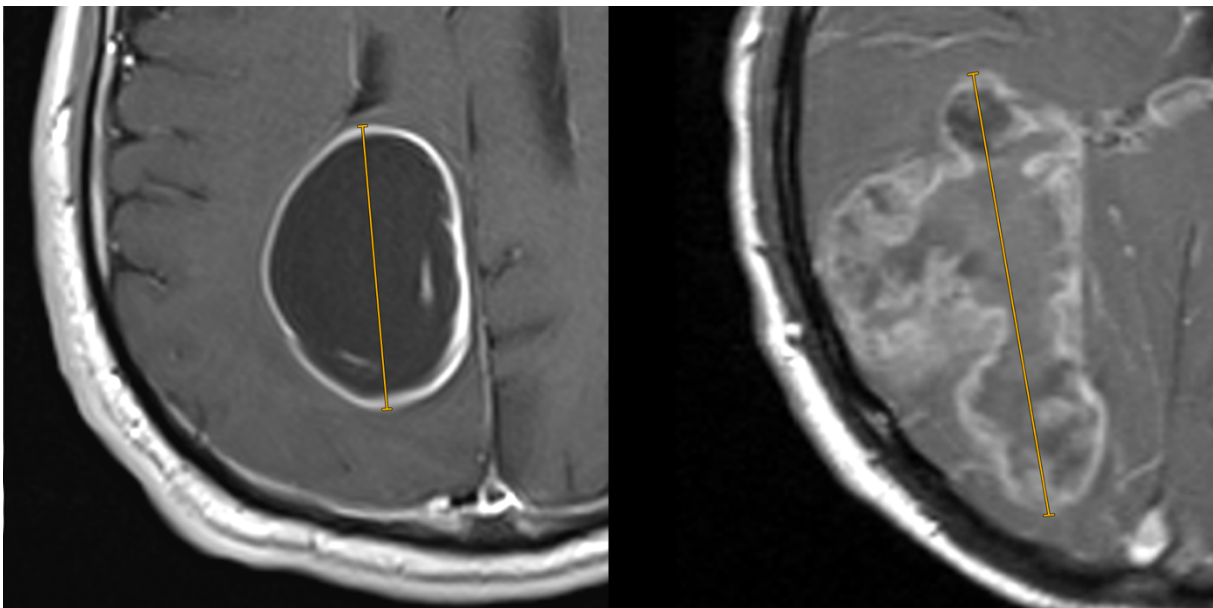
Glioblastome mit rahmenförmiger Anreicherung dargestellt in Ausschnitten aus axialen post-KM T1 MRT Sequenzen
